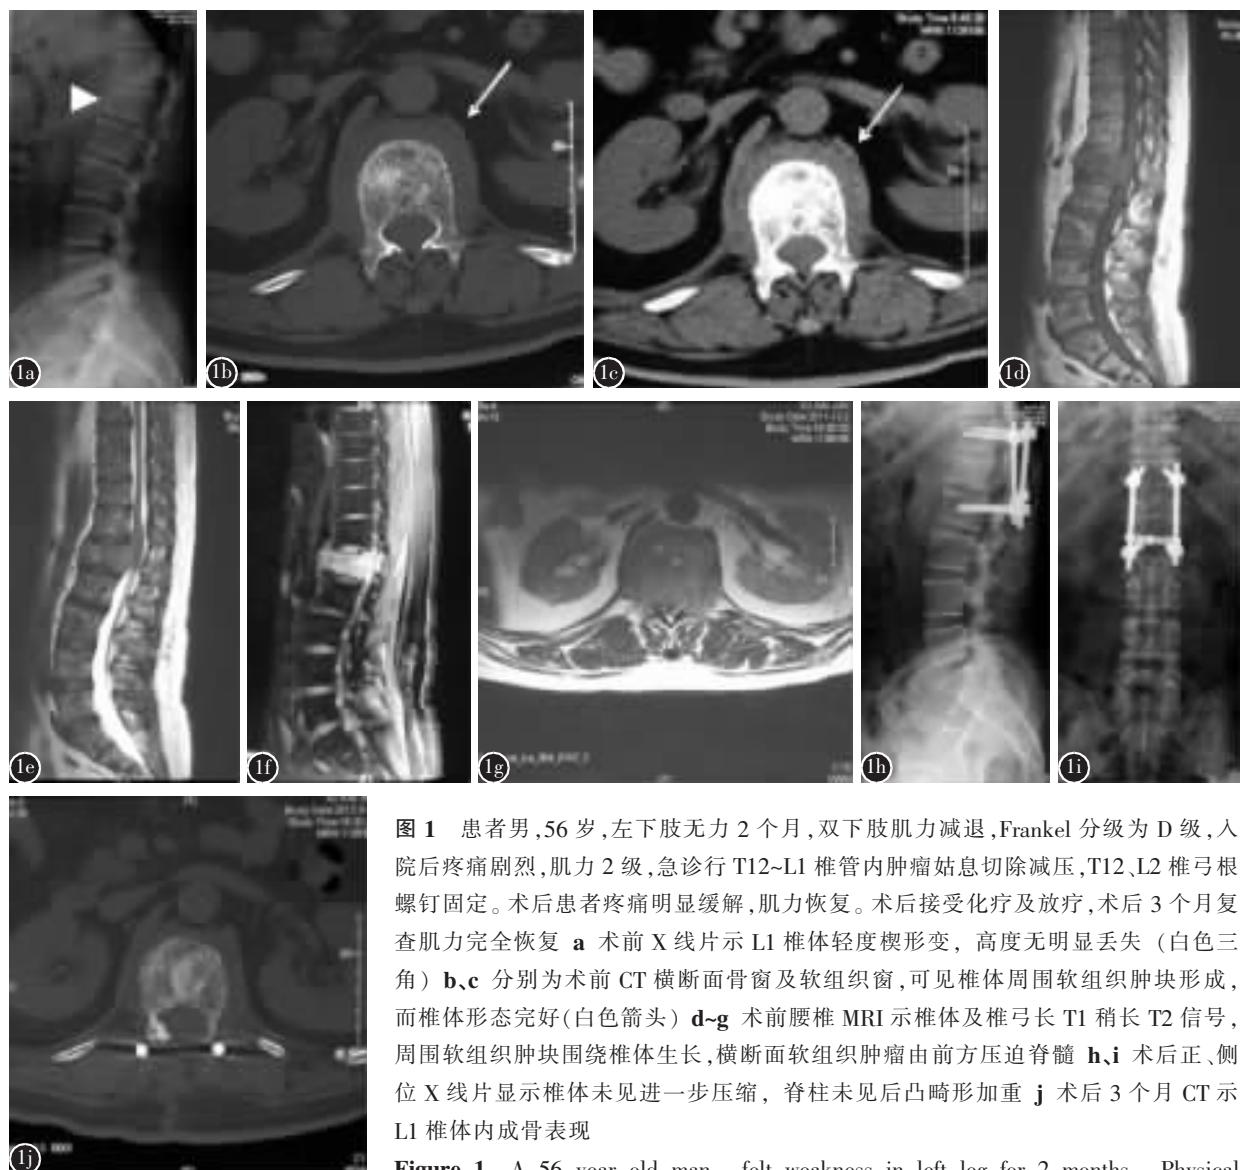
患者男,56岁,左下肢无力2个月,双下肢肌力减退,Frankel 分级为D级,入院后疼痛剧烈,肌力2级,急诊行T12~L1椎管内肿瘤姑息切除减压,T12、L2椎弓根螺钉固定。术后患者疼痛明显缓解,肌力恢复。术后接受化疗及放疗,术后3个月复查肌力完全恢复 a 术前X线片示L1椎体轻度楔形变,高度无明显丢失(白色三角) b、c 分别为术前CT横断面骨窗及软组织窗,可见椎体周围软组织肿块形成,而椎体形态完好(白色箭头) d-g 术前腰椎MRI示椎体及椎弓长T1稍长T2信号,周围软组织肿块围绕椎体生长,横断面软组织肿瘤由前方压迫脊髓 h、i 术后正、侧位X线片显示椎体未见进一步压缩,脊柱未见后凸畸形加重 j 术后3个月CT示L1椎体内成骨表现
